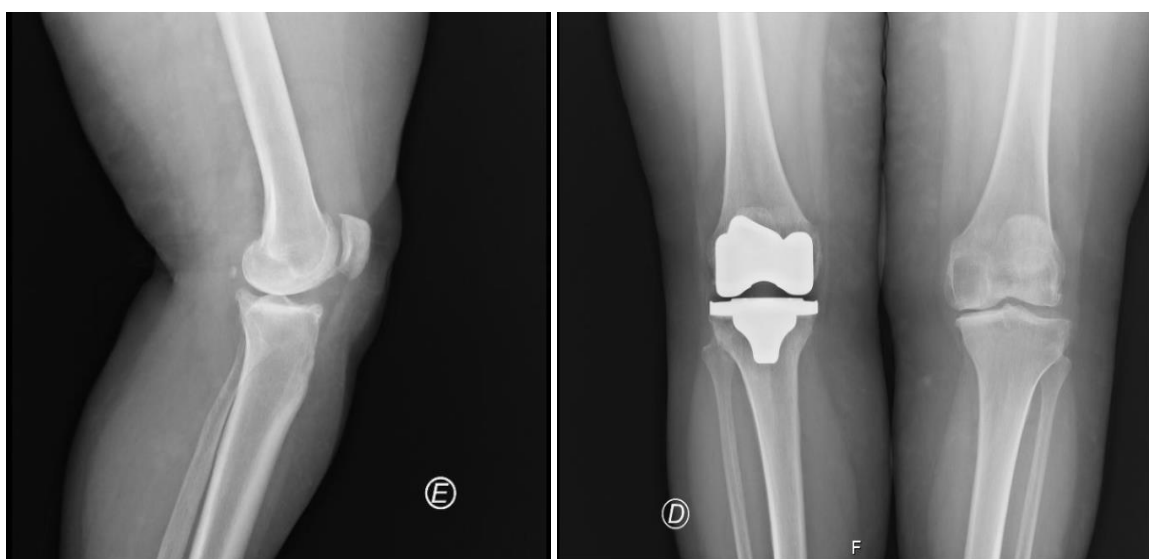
Telerradiografia de vista lateral do joelho esquerdo (esquerda) e telerradiografia de vista anterior de ambos os joelhos (direita).
